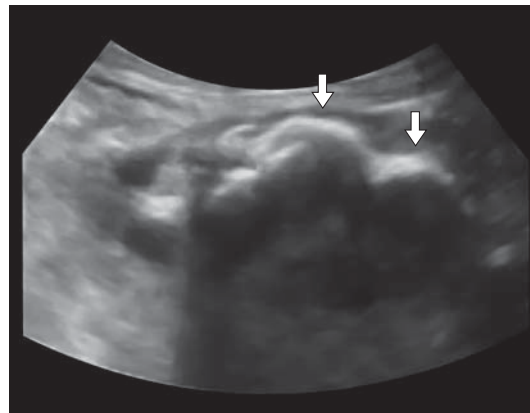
УЗИ брюшной полости. Режим поверхностной объемной реконструкции ультразвукового изображения. 5 мес после операции. Некроз кишечной стенки с последующей инвазией текстильного ятрогенного инородного тела в просвет кишки (стрелки) с развитием кишечной непроходимости.
